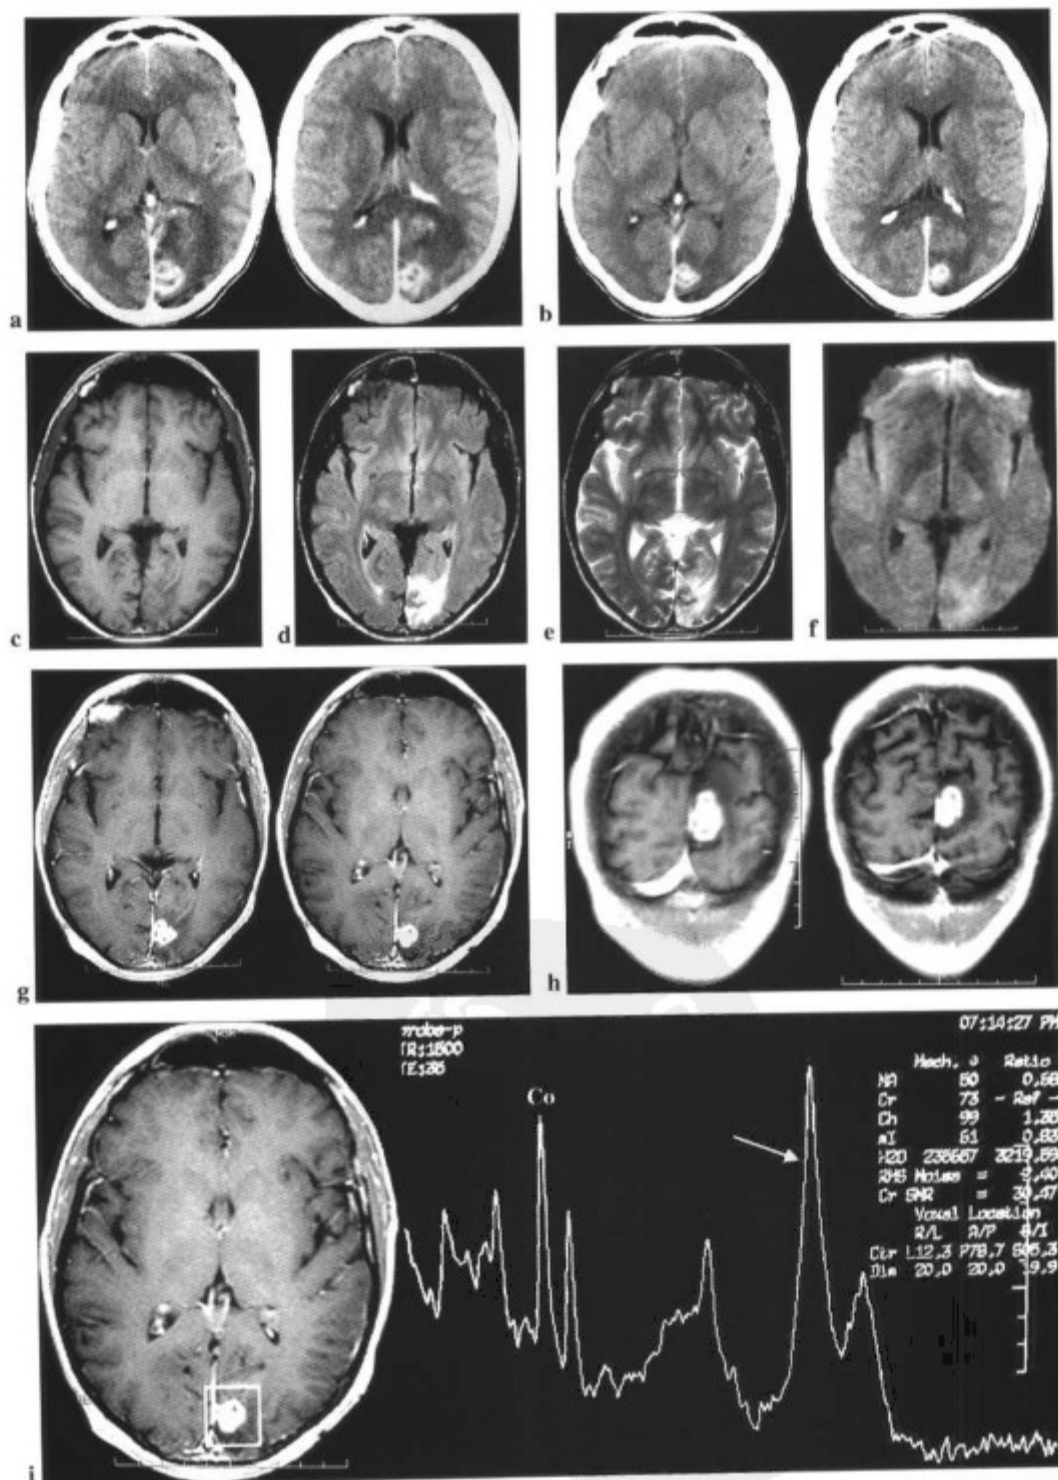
36岁HIV阳性的男性患者,脑弓形体病伴智力混乱、头痛、右侧视力障碍。治疗2个月后病灶缩小。(a,7月15日和b,9月6日强化CT)。枕叶病灶在(c)T1WI、(d)FLAIR、(e)T2WI和(f)DWI上呈等信号,周边可见水肿。(g和h)可见结节样强化。(i)波谱分析显示重要的Lip峰(箭峰),伴NAA和Cr降低。注意Cho水平和Cho/Cr比率增加,其可见于炎性/感染性病程中。
